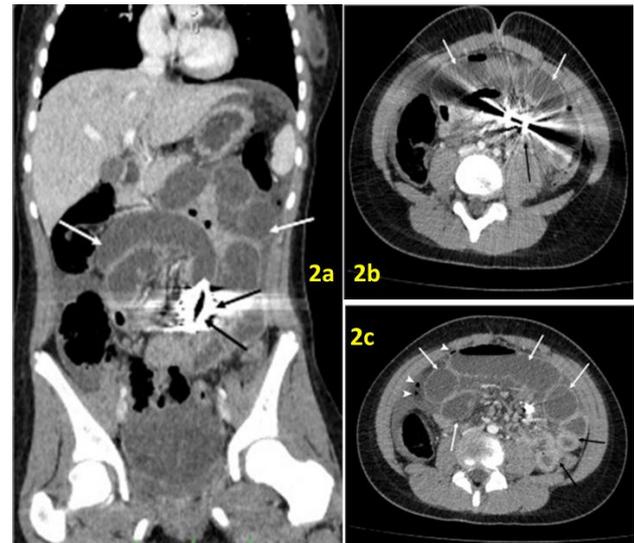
TDM reconstructions coronale (a) et axiale (b et c) au temps portal (TP) montrant : (a) le corps étranger avec les importants artéfacts métalliques (flèches noires) et l'occlusion digestive d'amont (flèches blanches) ; (b) le corps étranger (flèche noire) et l'occlusion digestive d'amont (flèches blanches) et (c) Les anses grêles dilatées (flèches blanches) et les anses plates d'aval à paroi épaissie (flèches noires). Noter par ailleurs de petites bulles d'air extradigestives dans le flanc droit (têtes de flèches blanches).
